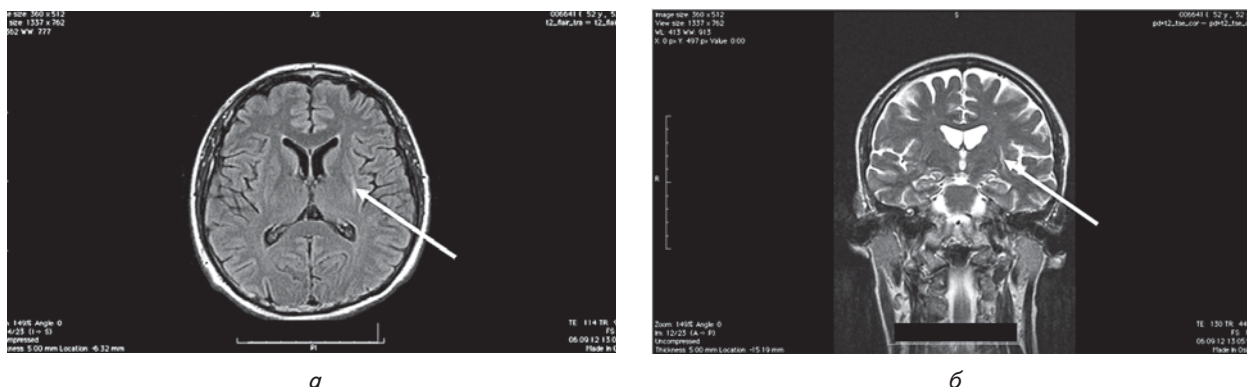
МРТ головного мозку: а — аксіальна проекція, б — коронарна проекція. Стрілками вказані ділянки атрофії головного мозку
